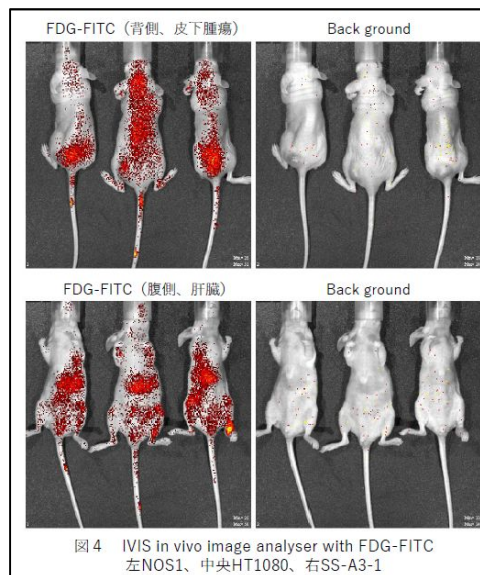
IVIS in vivo image analyser with FDG-FITC
